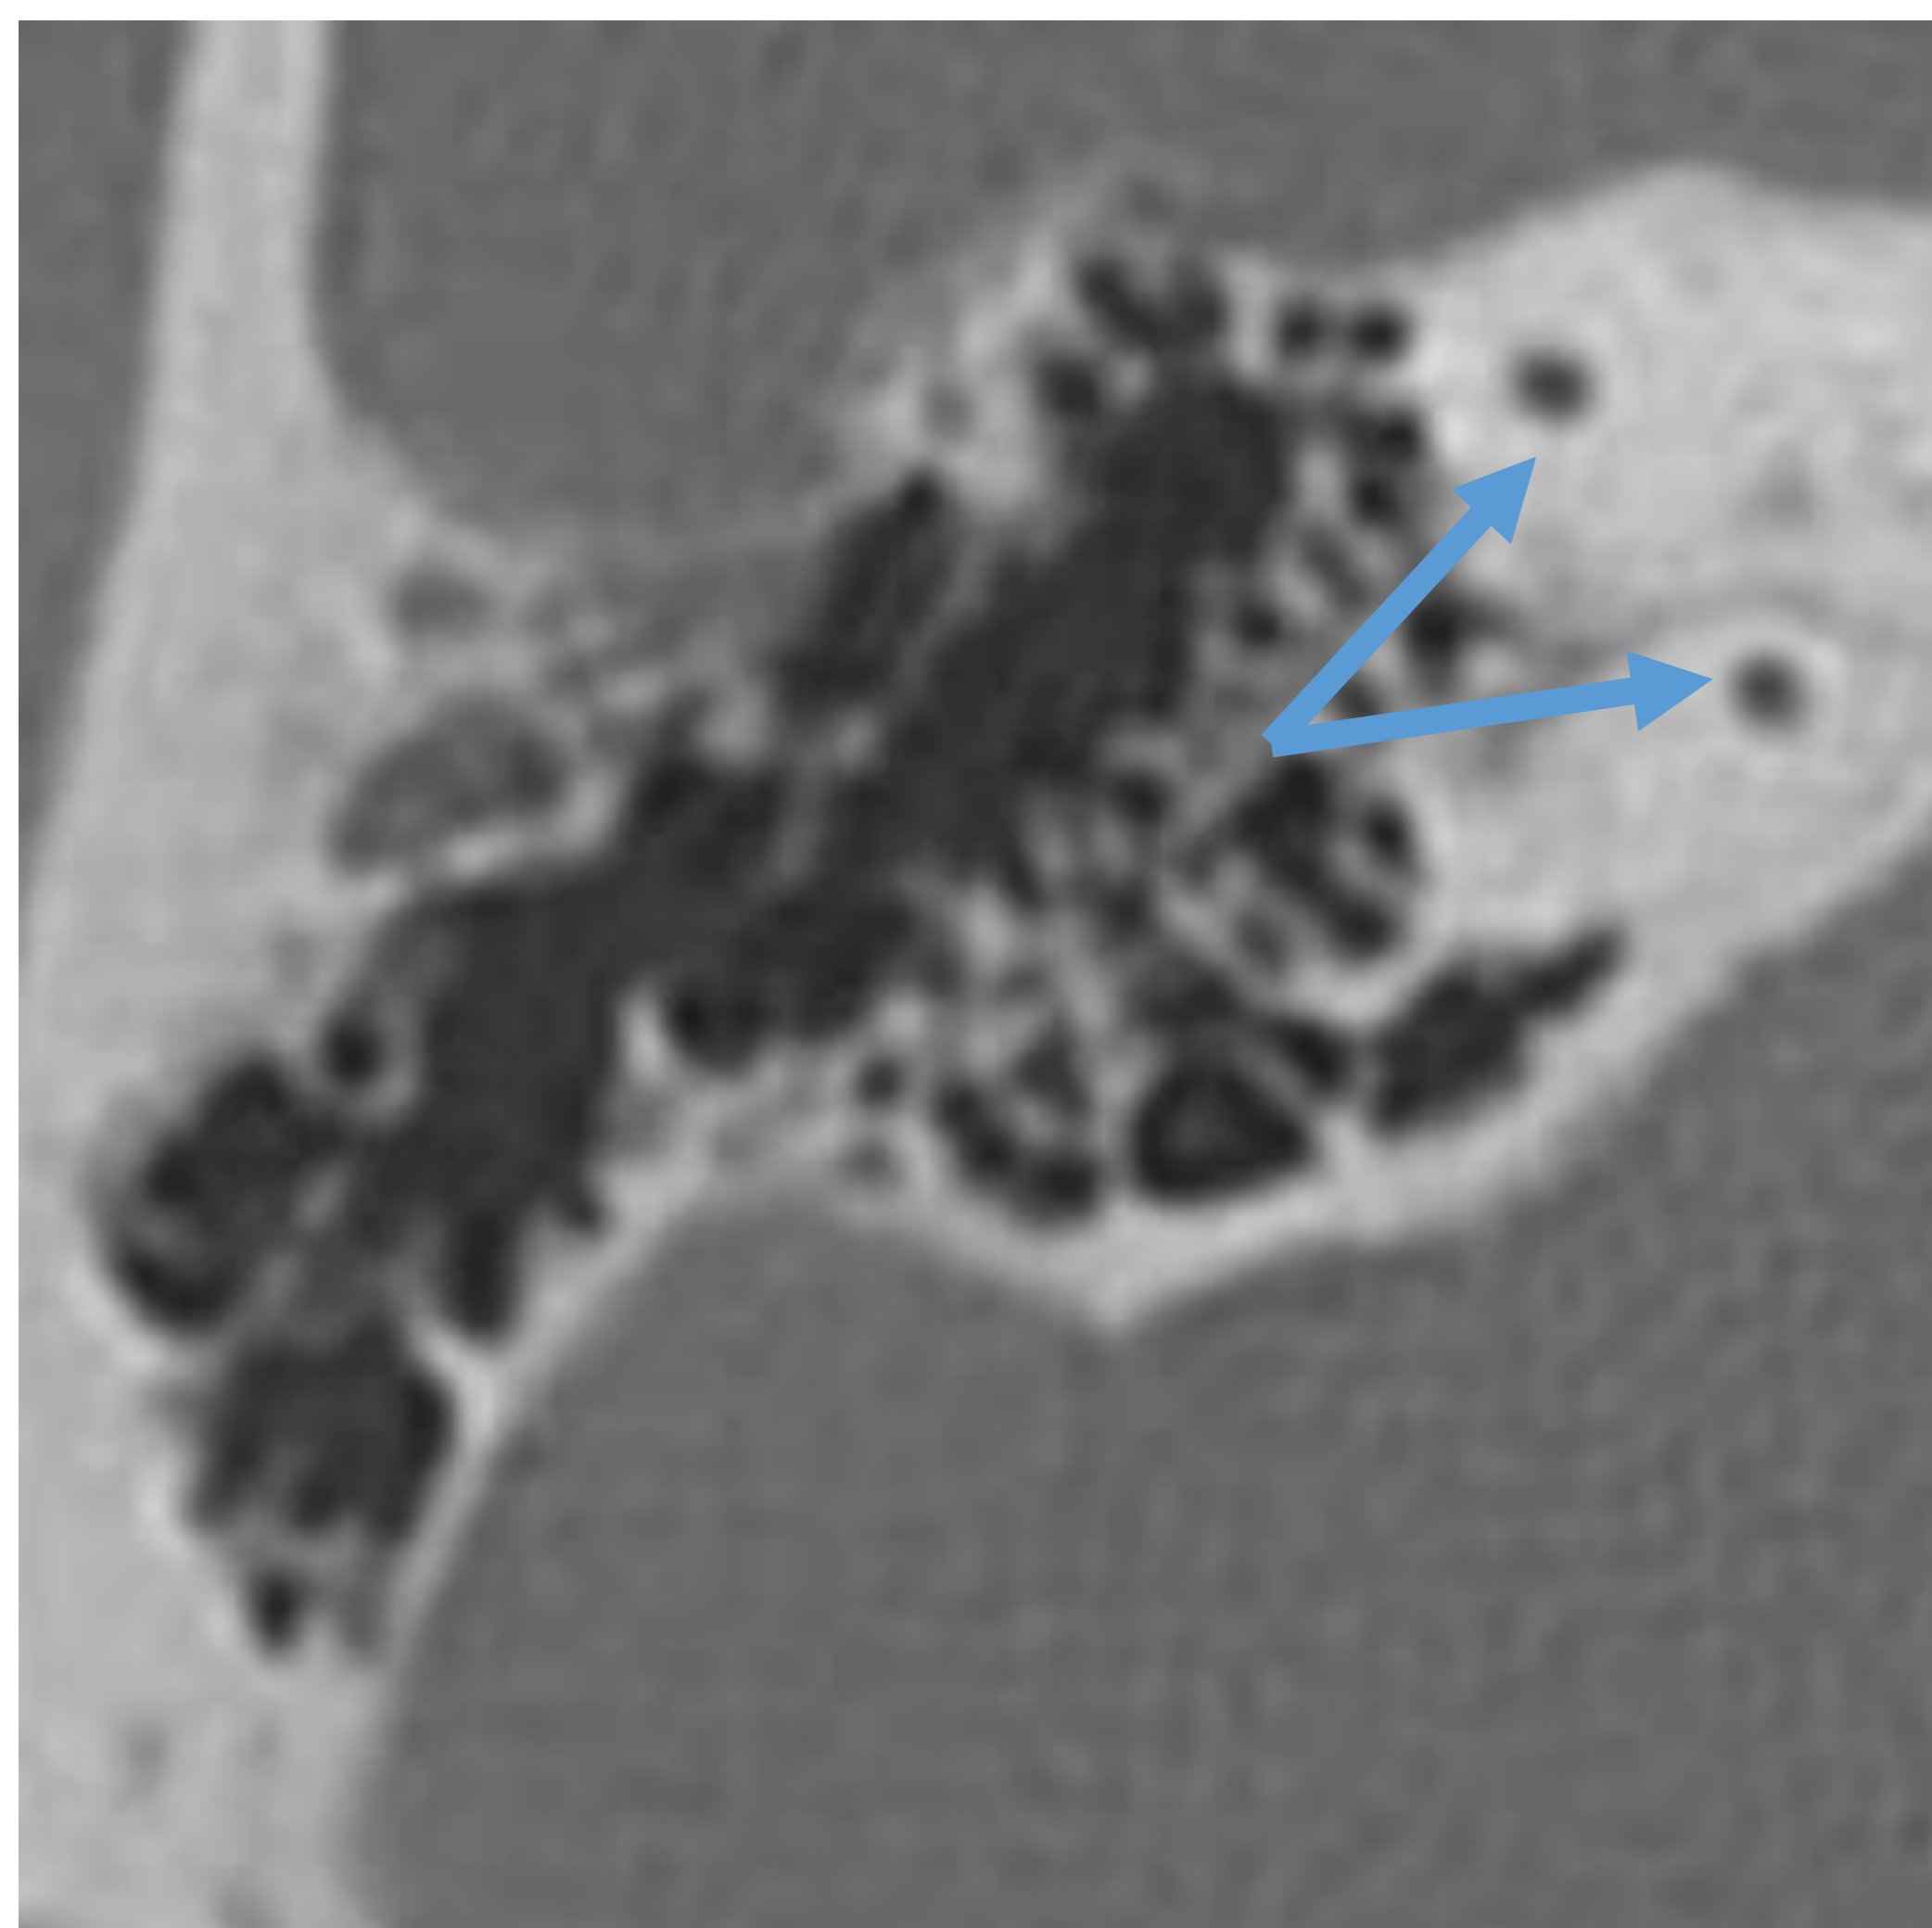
Corte axial TC: canal semicircular superior.
